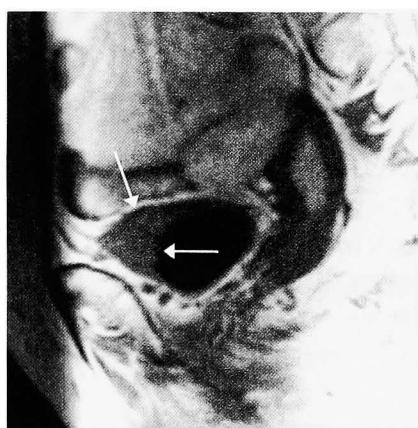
MRI (T1 weighted image) of a sagittal view showed a solid mass on the dome of the bladder (arrows).
